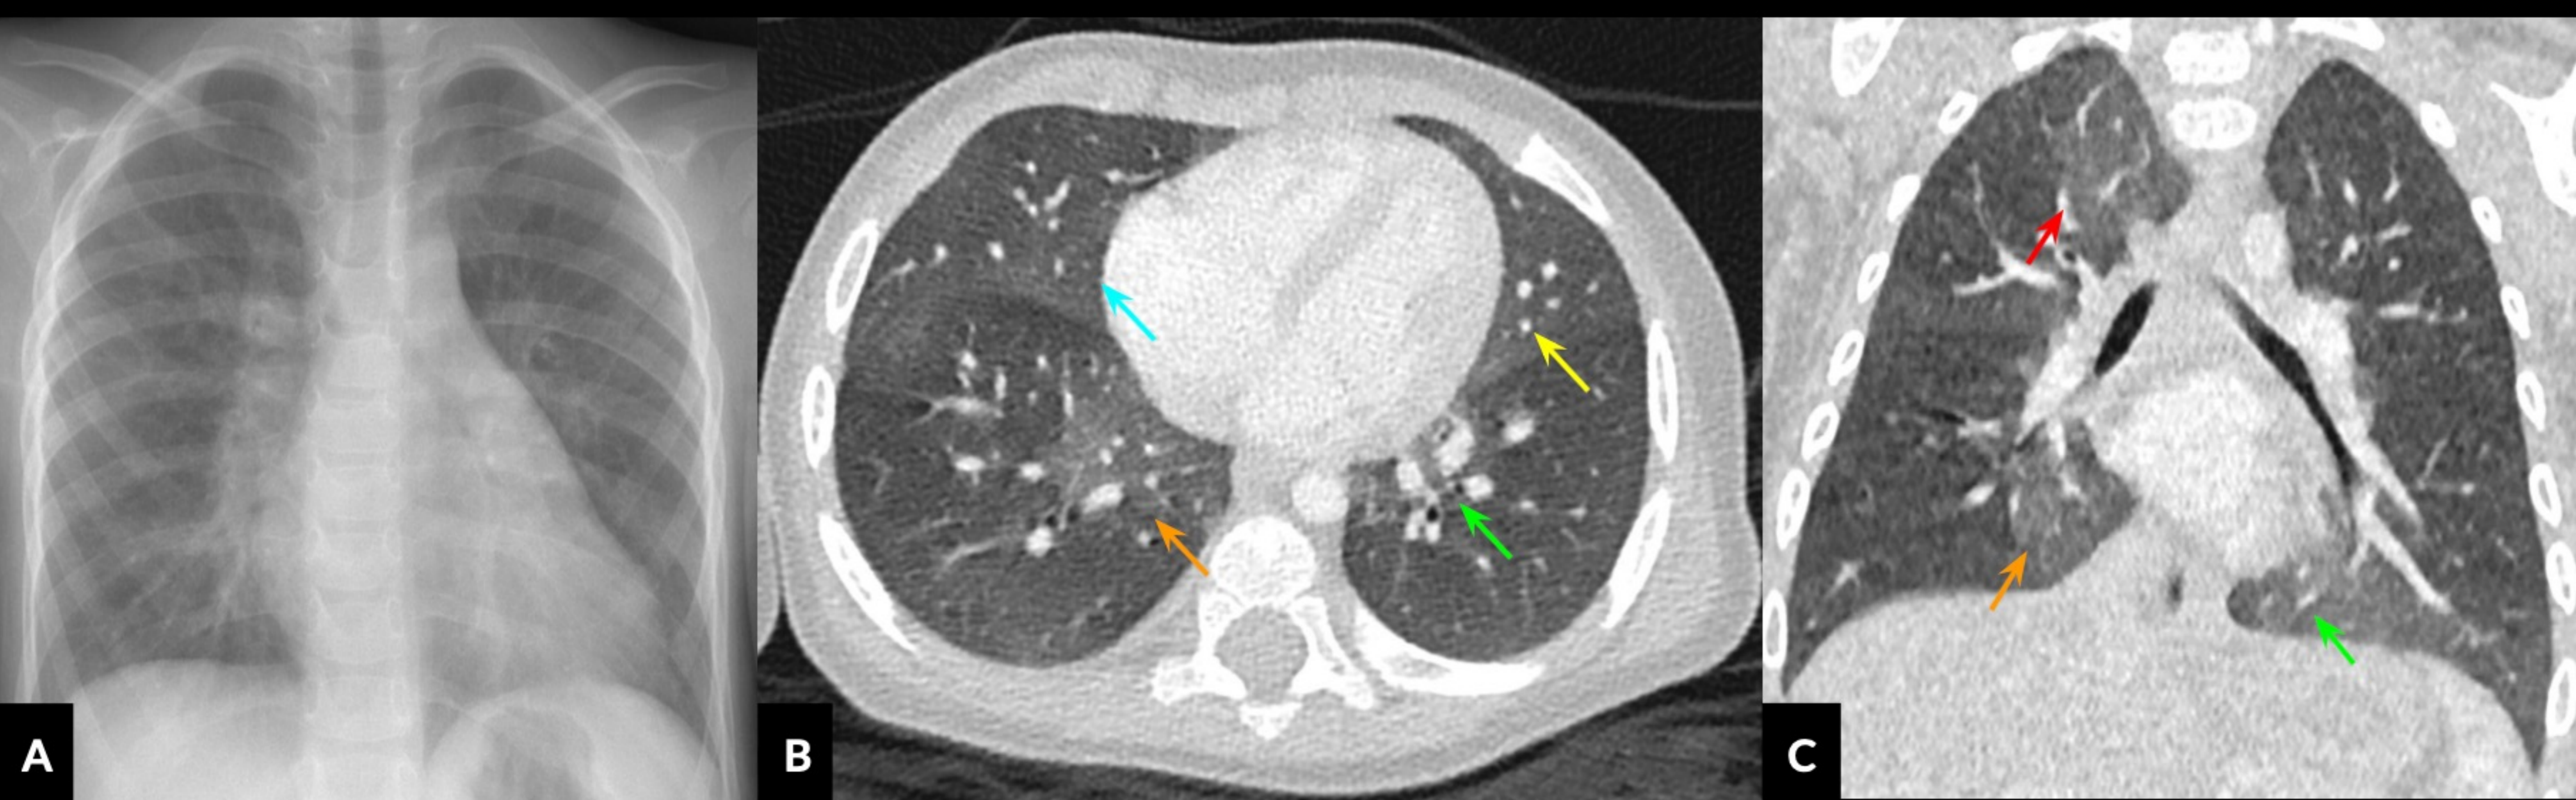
A. Radiografía de tórax. Proyección anteroposterior. Normal. TC de tórax de alta resolución. B. Imagen axial que muestra opacificación en vidrio deslustrado parcheado que compromete lóbulo superior derecho (flecha roja), lóbulo inferior derecho (flecha celeste), lóbulo inferior derecho (flecha naranja), lóbulo inferior izquierdo (flecha verde) y llingula (flecha amarilla). C. Imagen coronal. Las opacidades en vidrio deslustrado también son predominantemente centrales (flechas).
